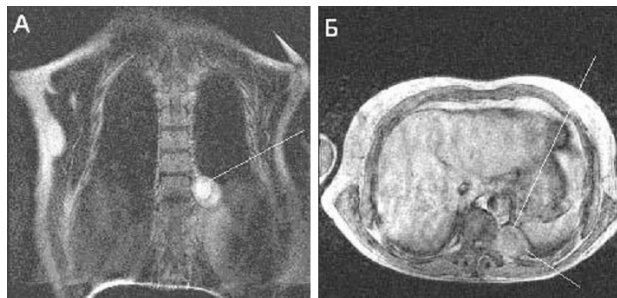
Невринома заднего средостения у больного Н., 45 лет. А — прямая МРТ, видна связь опухоли со спинномозговыми корешками, T1; Б — аксиальная МРТ, опухоль не проникает в спинномозговой канал, T1
